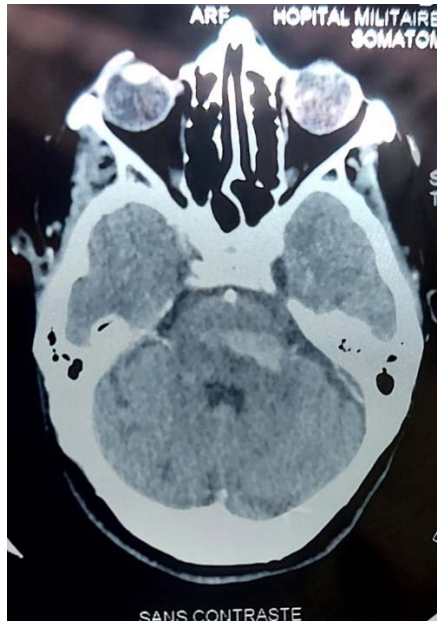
TDM cérébral objectivant un AVCH protubérantielle et cérébelleux gauche
